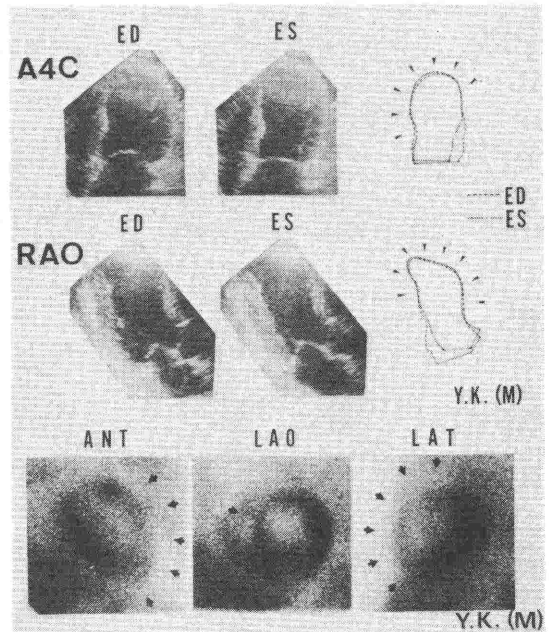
断層心エコー図と Tl-201 心筋シンチグラム、前壁中隔梗塞例で ED は拡張終期を示す。
